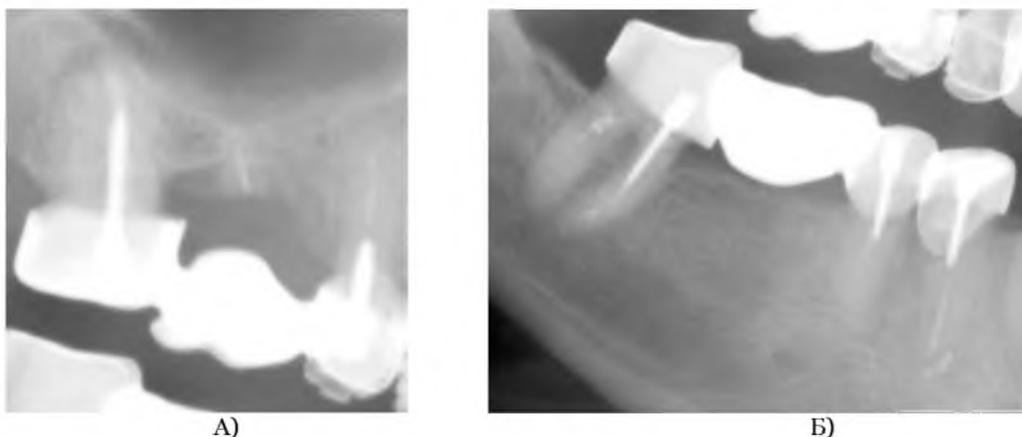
Нарушение краевого прилегания по данным рентгенографии: А) штампованно-паяная конструкция; Б) цельнолитая конструкция
